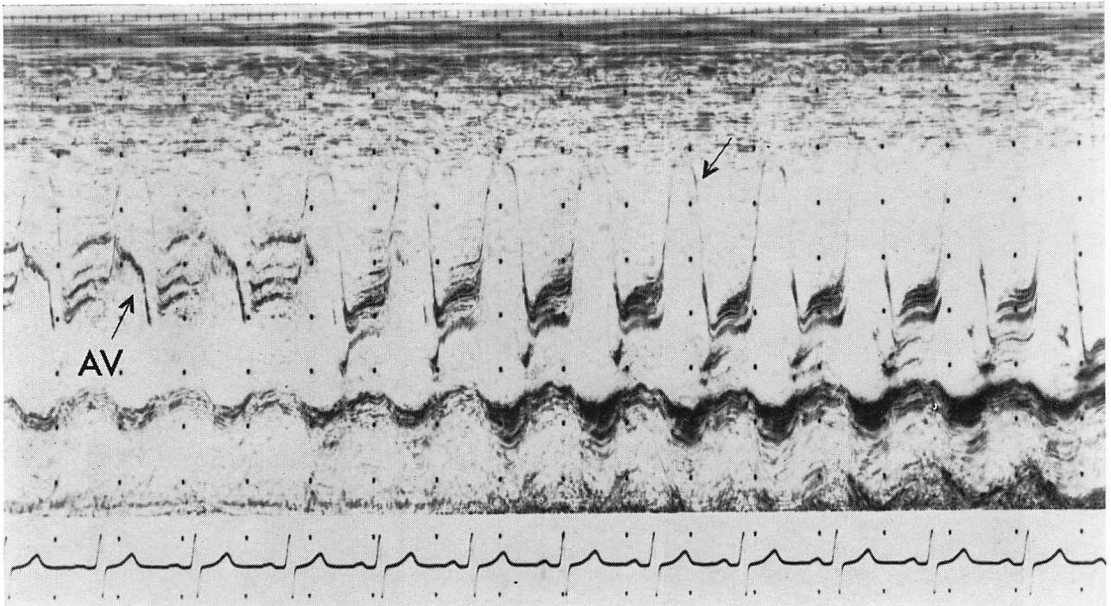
M-mode echocardiogram from the same patient as in Fig. 7 with a dissecting aneurysm showing an intimal flap (arrow).
